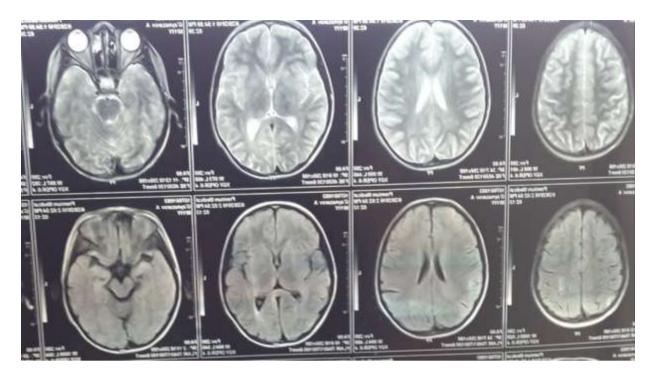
МРТ головного мозга от 2016 г.
